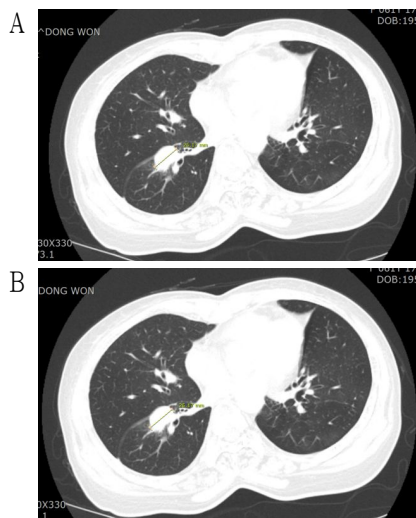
The chest computed tomography before and after treatment.
